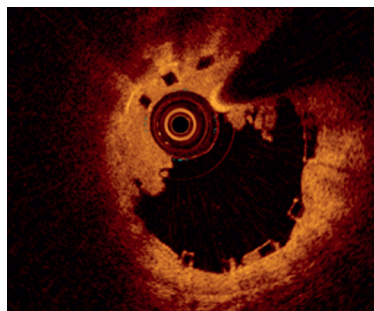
Scaffold-Thrombose (weißer Thrombus) eines nur gering expandierten bioresorbierbaren Scaffolds in der Optical Coherence Tomography (minimaler Lumendiameter: 2,65 mm; nominaler Scaffolddiameter: 3,5 mm) (Abb. aus (6)).
